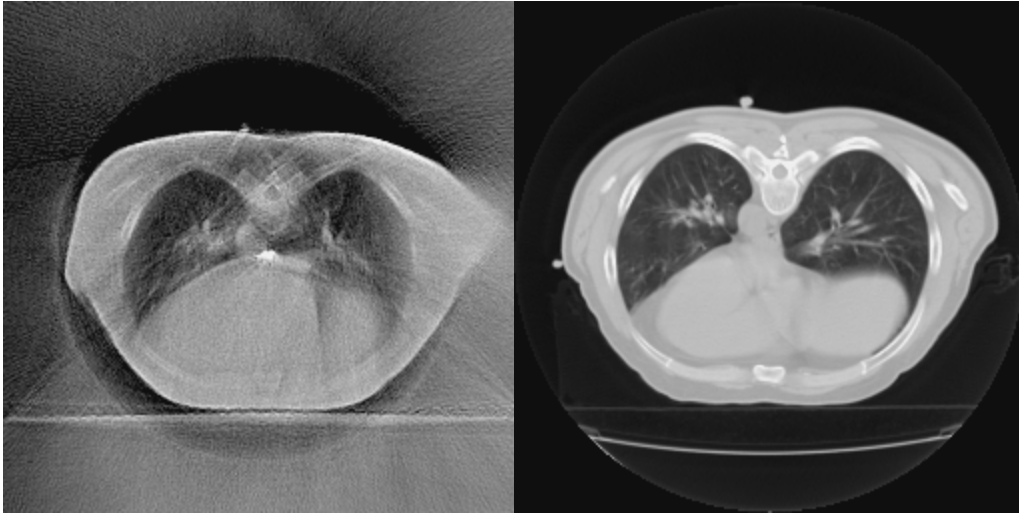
Comparación entre los resultados obtenidos por el prototipo y un TC diagnóstico en el mismo paciente y con posiciones de corte idénticas (paciente en decúbito prono). El aumento de ruido en la imagen generada con el prototipo se debe a la presencia de contraste radiológico en el paciente para marcar la posición del esófago.
